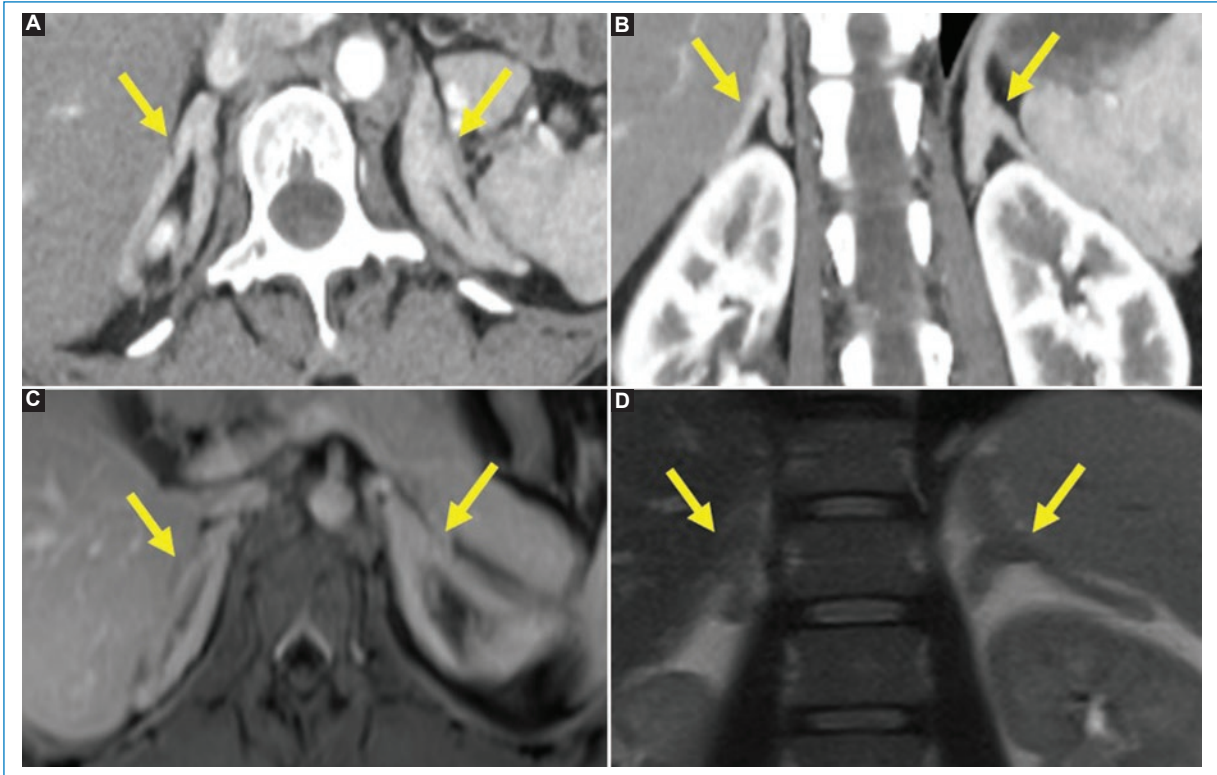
Tomografía computarizada de abdomen con contraste en fase arterial, cortes axial (A) y coronal (B). Se observan ambas glándulas adrenales aumentadas de forma global, con grosor > 10 mm. Resonancia magnética del mismo paciente con secuencias T1 poscontraste (C) y T2 (D), con hiperplasia adrenal bilateral.
